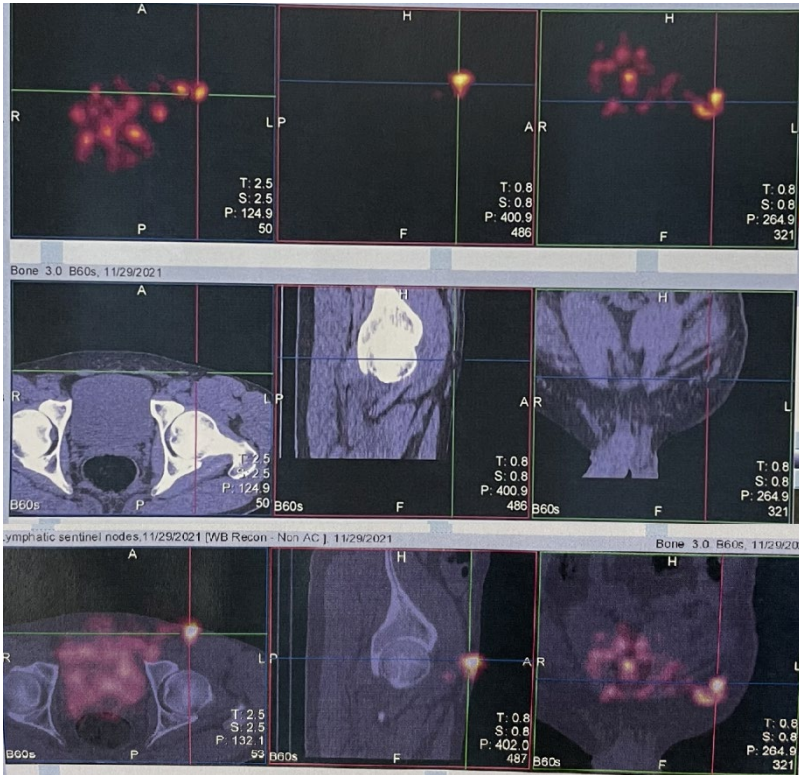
Лимфосцинтиграмма, выполненная на дооперационном этапе БСЛУ. Целью лимфосцинтиграфии является обнаружение СЛУ. Накопление радиофармпрепарата в лимфатическом узле, выявленное при лимфосцинтиграфии, означает только то, что именно этот лимфатический узел – сигнальный. Накопление радиофармпрепарата в этом узле не означает наличие в нем метастаза (оригинальный рисунок).
